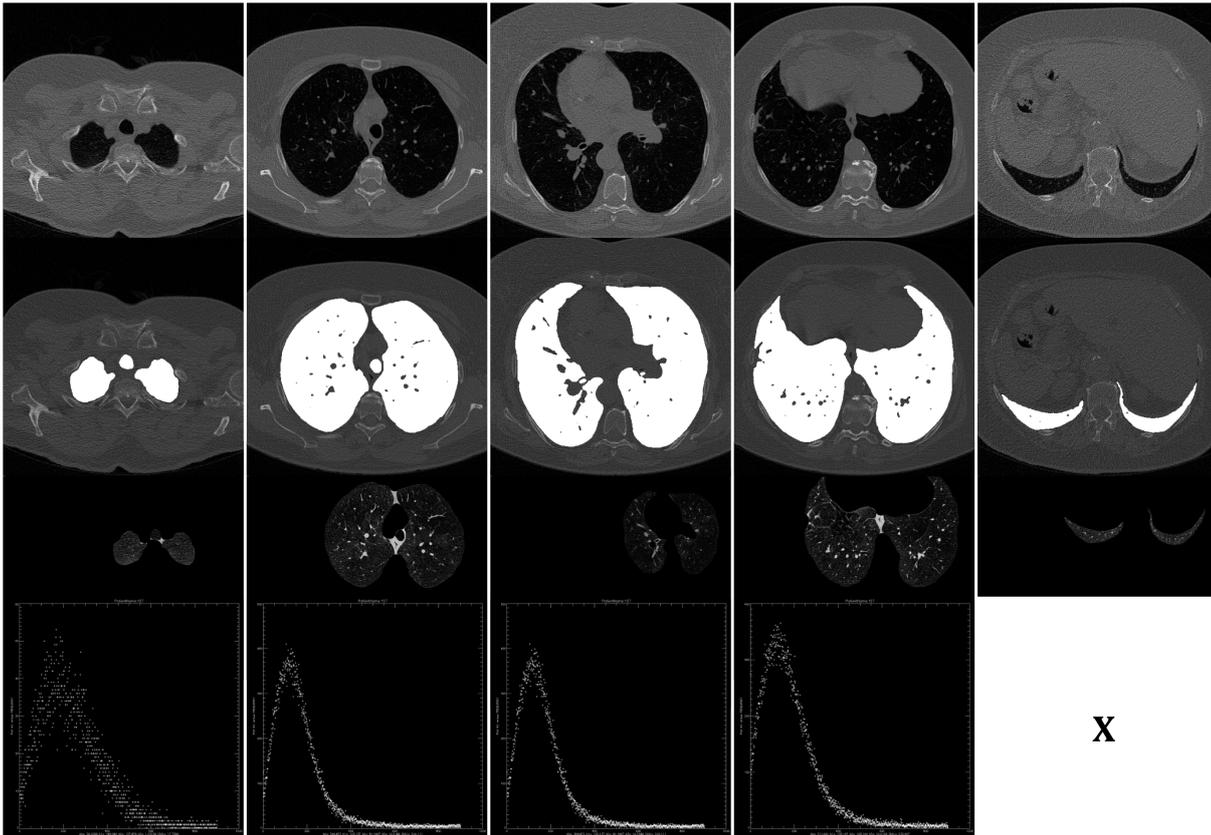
CT-Schnittbilder und dazugehörige Histogramme eines Emphysempatienten
